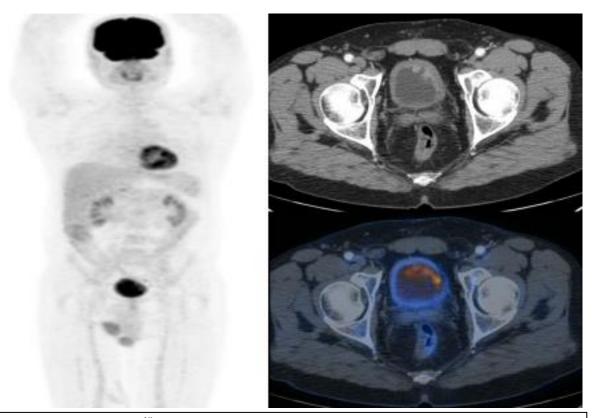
Estudio <sup>18</sup>F – FDG PET/CT de paciente femenino de 72 años de edad con diagnóstico de TVP izquierda, mostrando una zona focal de hipermetabolismo en topografía del anexo derecho. El resultado histopatológico es de Adenocarcinoma de Endometrio.
